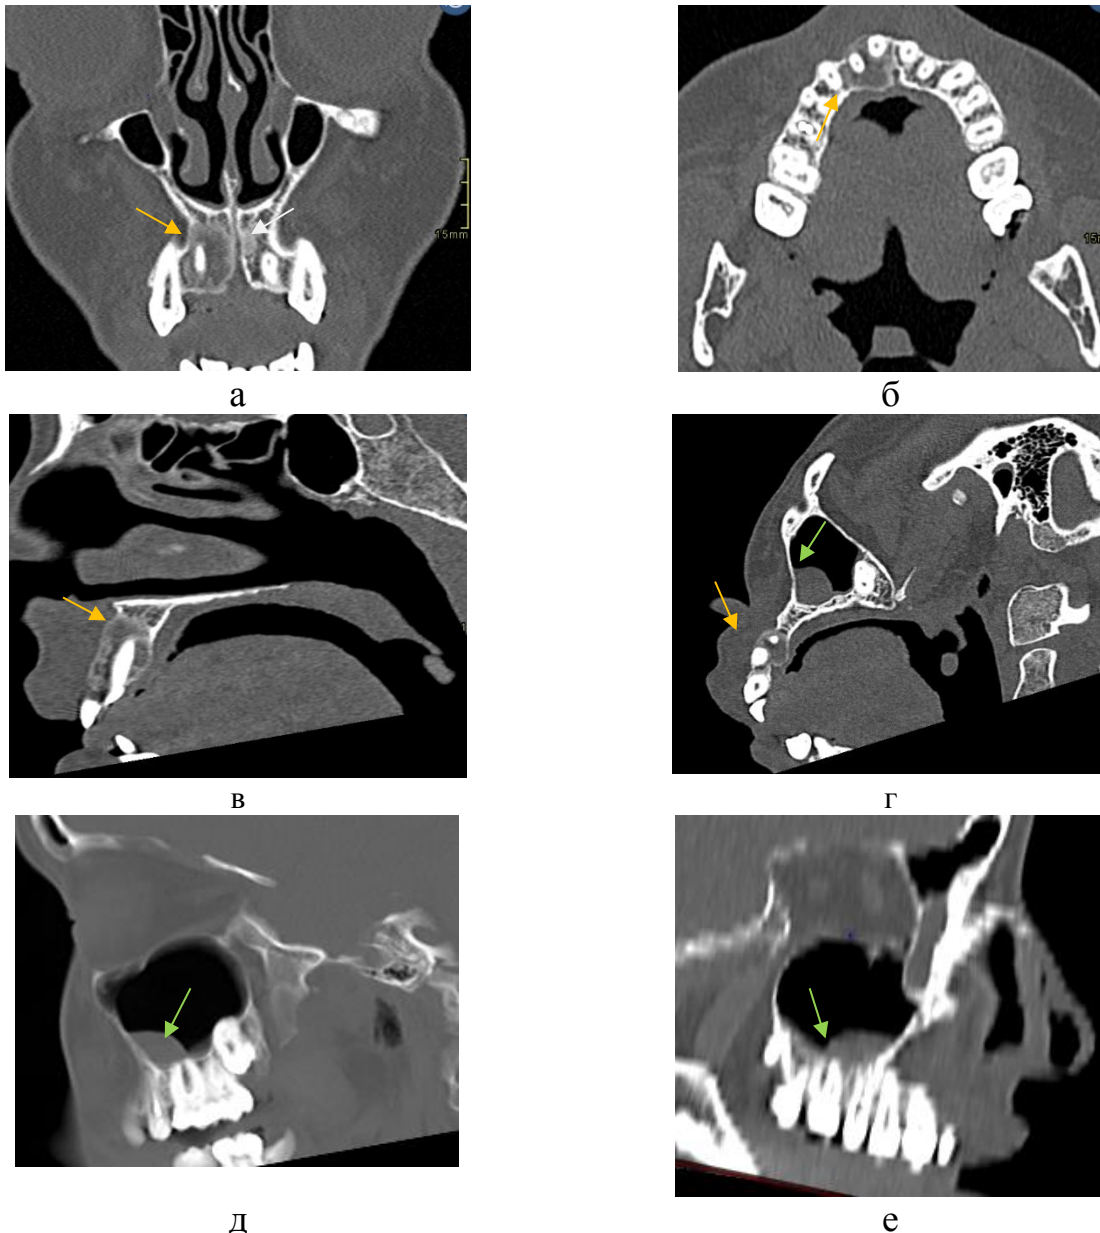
МСКТ верхней челюсти с мультипланарной реконструкцией. Справа на уровне зубов 1.1, 1.2 определяется зона перестройки - образование, неправильно округлой формы, размерами 11x12x16 мм, с достаточно четкими контурами (в месте выпуклости по вестибулярной пластинке), облаковидными перикостальными наслоениями по внутреннему контуру и дефектами по нижнему краю до 2 мм (рис. а, б, в –оранжевая стрелка). Архитектоника костной структуры на этом уровне нарушена, создается впечатление о наличии дополнительного мягкотканого (58-80 ед. НУ) содержимого с более плотными точечными включениями.
